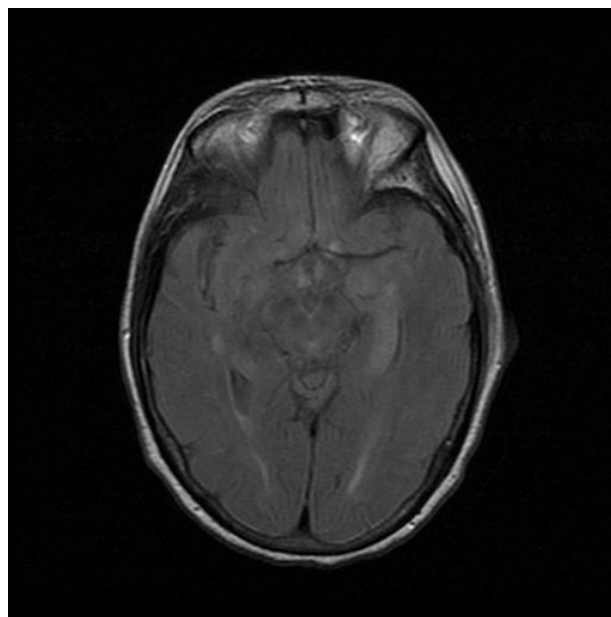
RMN cerebral secuencia T2 – FLAIR en la que se observa hiperintensidad en hipocampo izquierdo.
